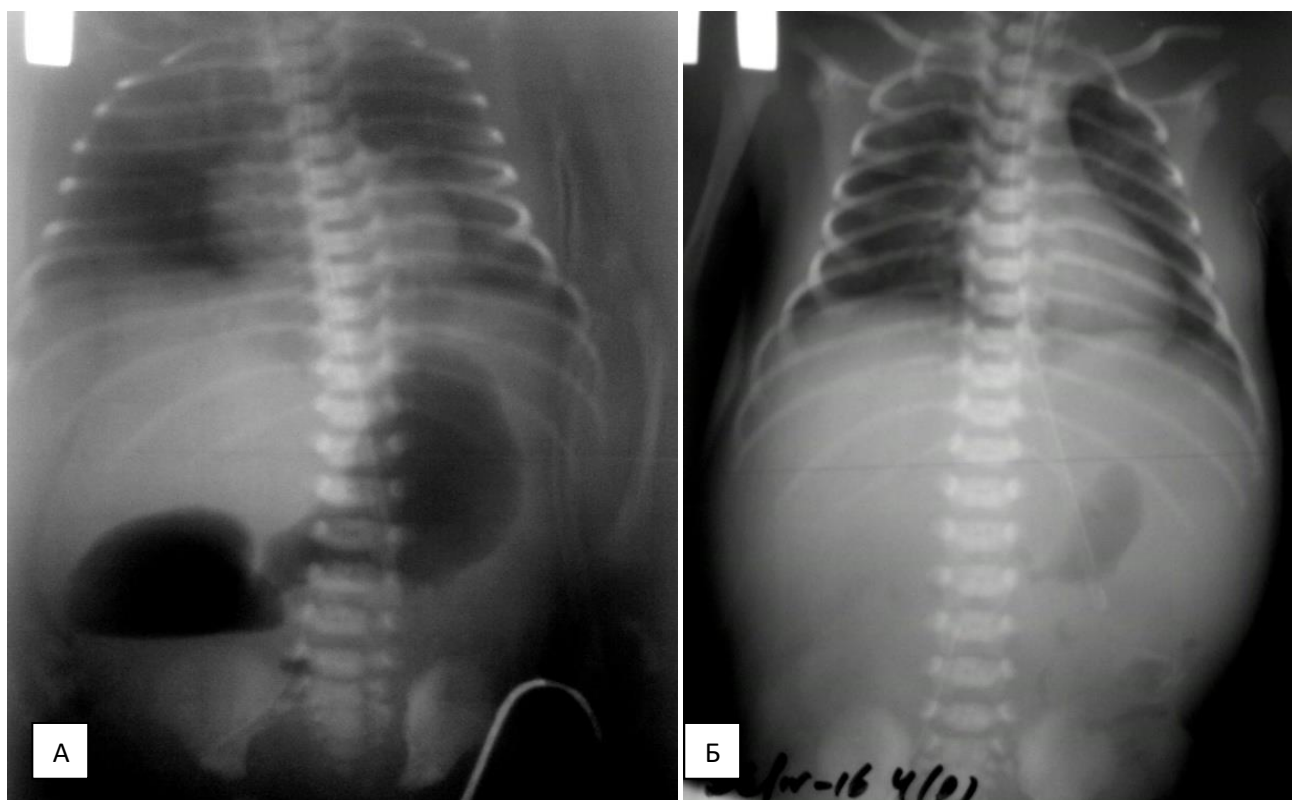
Рентгенограми дитини Кендзьора Мар'яна, МКСХ № 783/63, на 12 (А) та 16 добу (Б) після операції.
